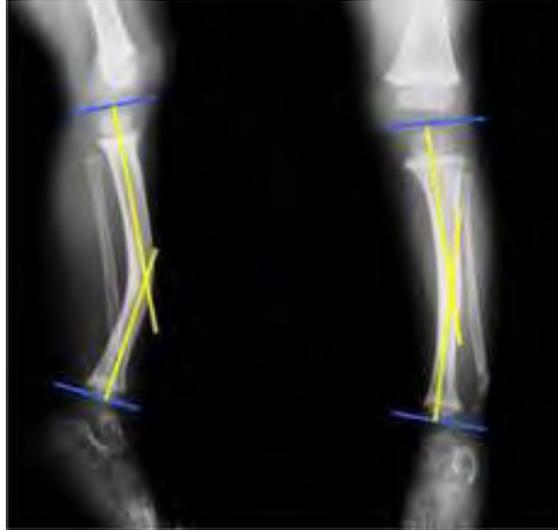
Radiografía de tibias en forma de sable.
